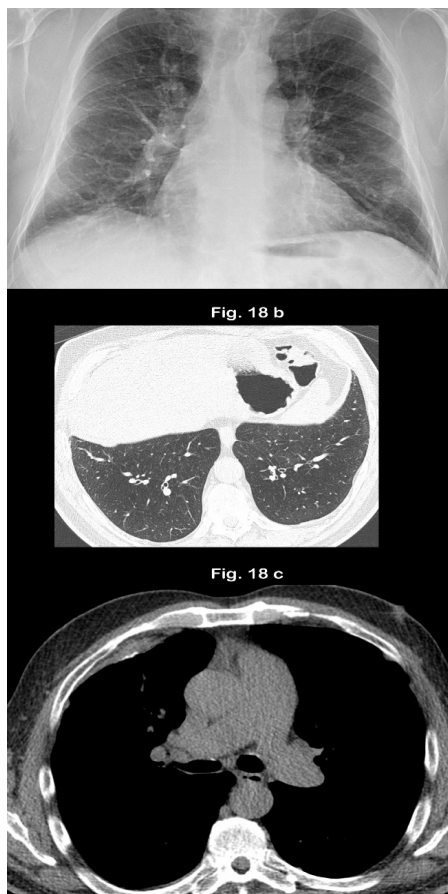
Азбестоз проявляється однаковими нашаруваннями типу «монетовидної легені» без ознак фіброзу за даними КТ ОГК; (а) рентгенологічно ліворуч плевральні напластування, а також дрібні нерівномірні затемнення; (б) КТ не підтверджує наявність фіброзу; (в) КТ у тих же пацієнтів показує пляшку в передньому правому гемітораксі, невидиму на рентгенограмі ОГК (зверніть увагу на потовщення плеври у лівої основи на рентгенограмі ОГК (біла стрілка); КТ-зображення показує плевральну пляшку (чорні стрілки), на рентгенограмі грудної клітини, тоді як видима плевральна пляшка у лівої основи на рентгенограмі грудної клітини є субплевральним жиром (біла стрілка)). Крім того, було виявлено, що КТВР більш чутлива до виявлення зрослих та конгломератних затемнень порівняно з рентгенограмами [10] (рис. 6).
